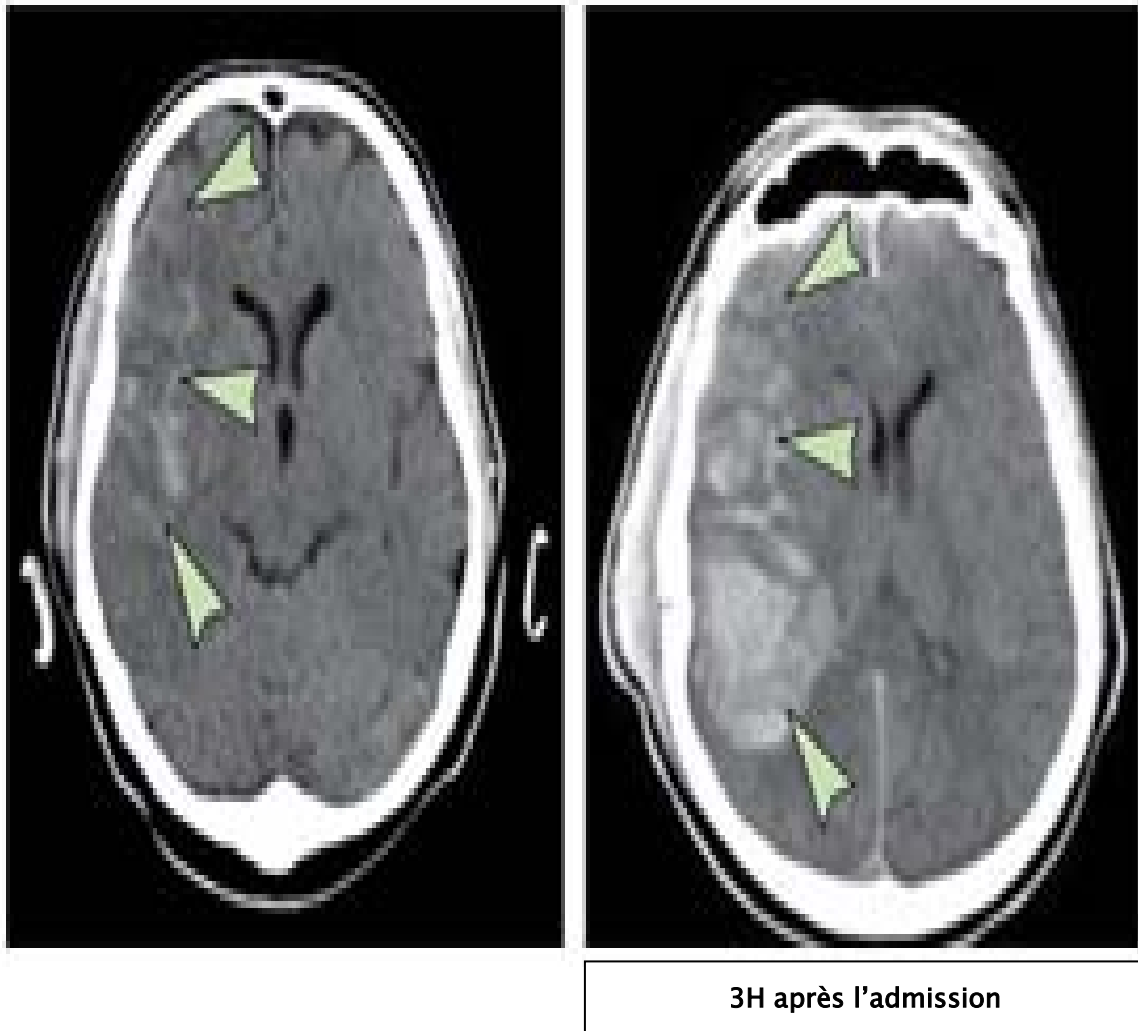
Un homme de 45 ans souffrant d'un traumatisme crânien grave a subi une TDM crânienne la coagulopathie a été diagnostiquée avec les tests de coagulation conventionnels à l'urgence et trois heures après son admission. Les TDM montrent une progression de l'hémorragie intracrânienne.
